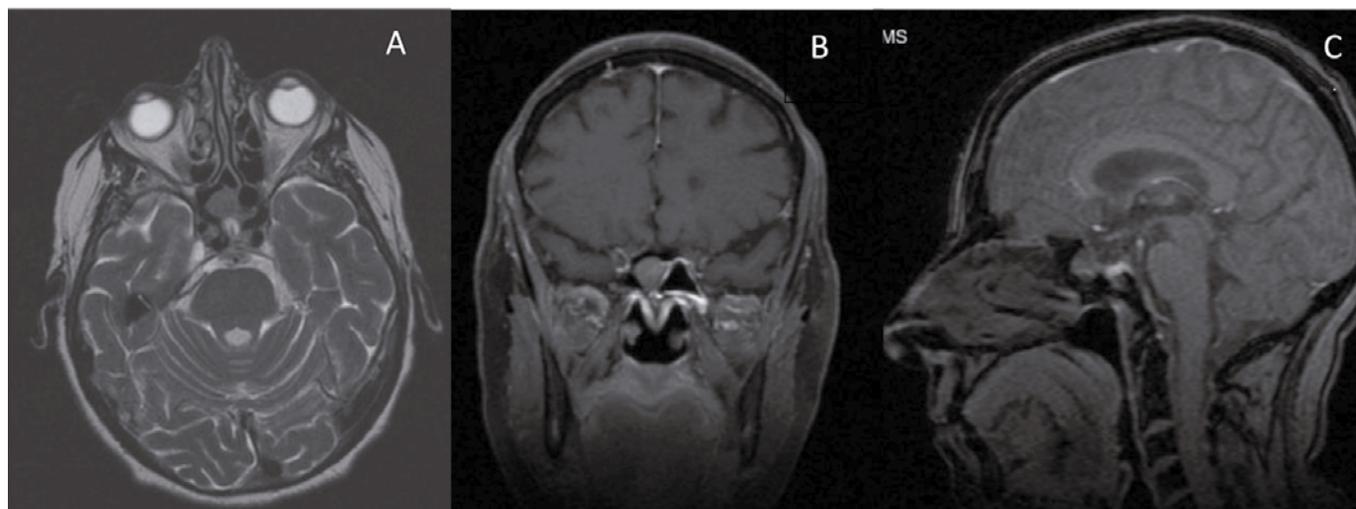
Resonancia magnética de senos paranasales con contraste. En corte axial (1A) se observa formación nodular, isointensa en T1 con el parénquima cerebral, situada por delante de elongación de la arteria carótida derecha y de la silla turca. También se observa en corte coronal (1B), con base de implantación sobre el tabique interesfenoidal y sin extensión a senos cavernosos, así como en corte sagital (1C), presentando crecimiento en el interior del seno esfenoidal derecho.
